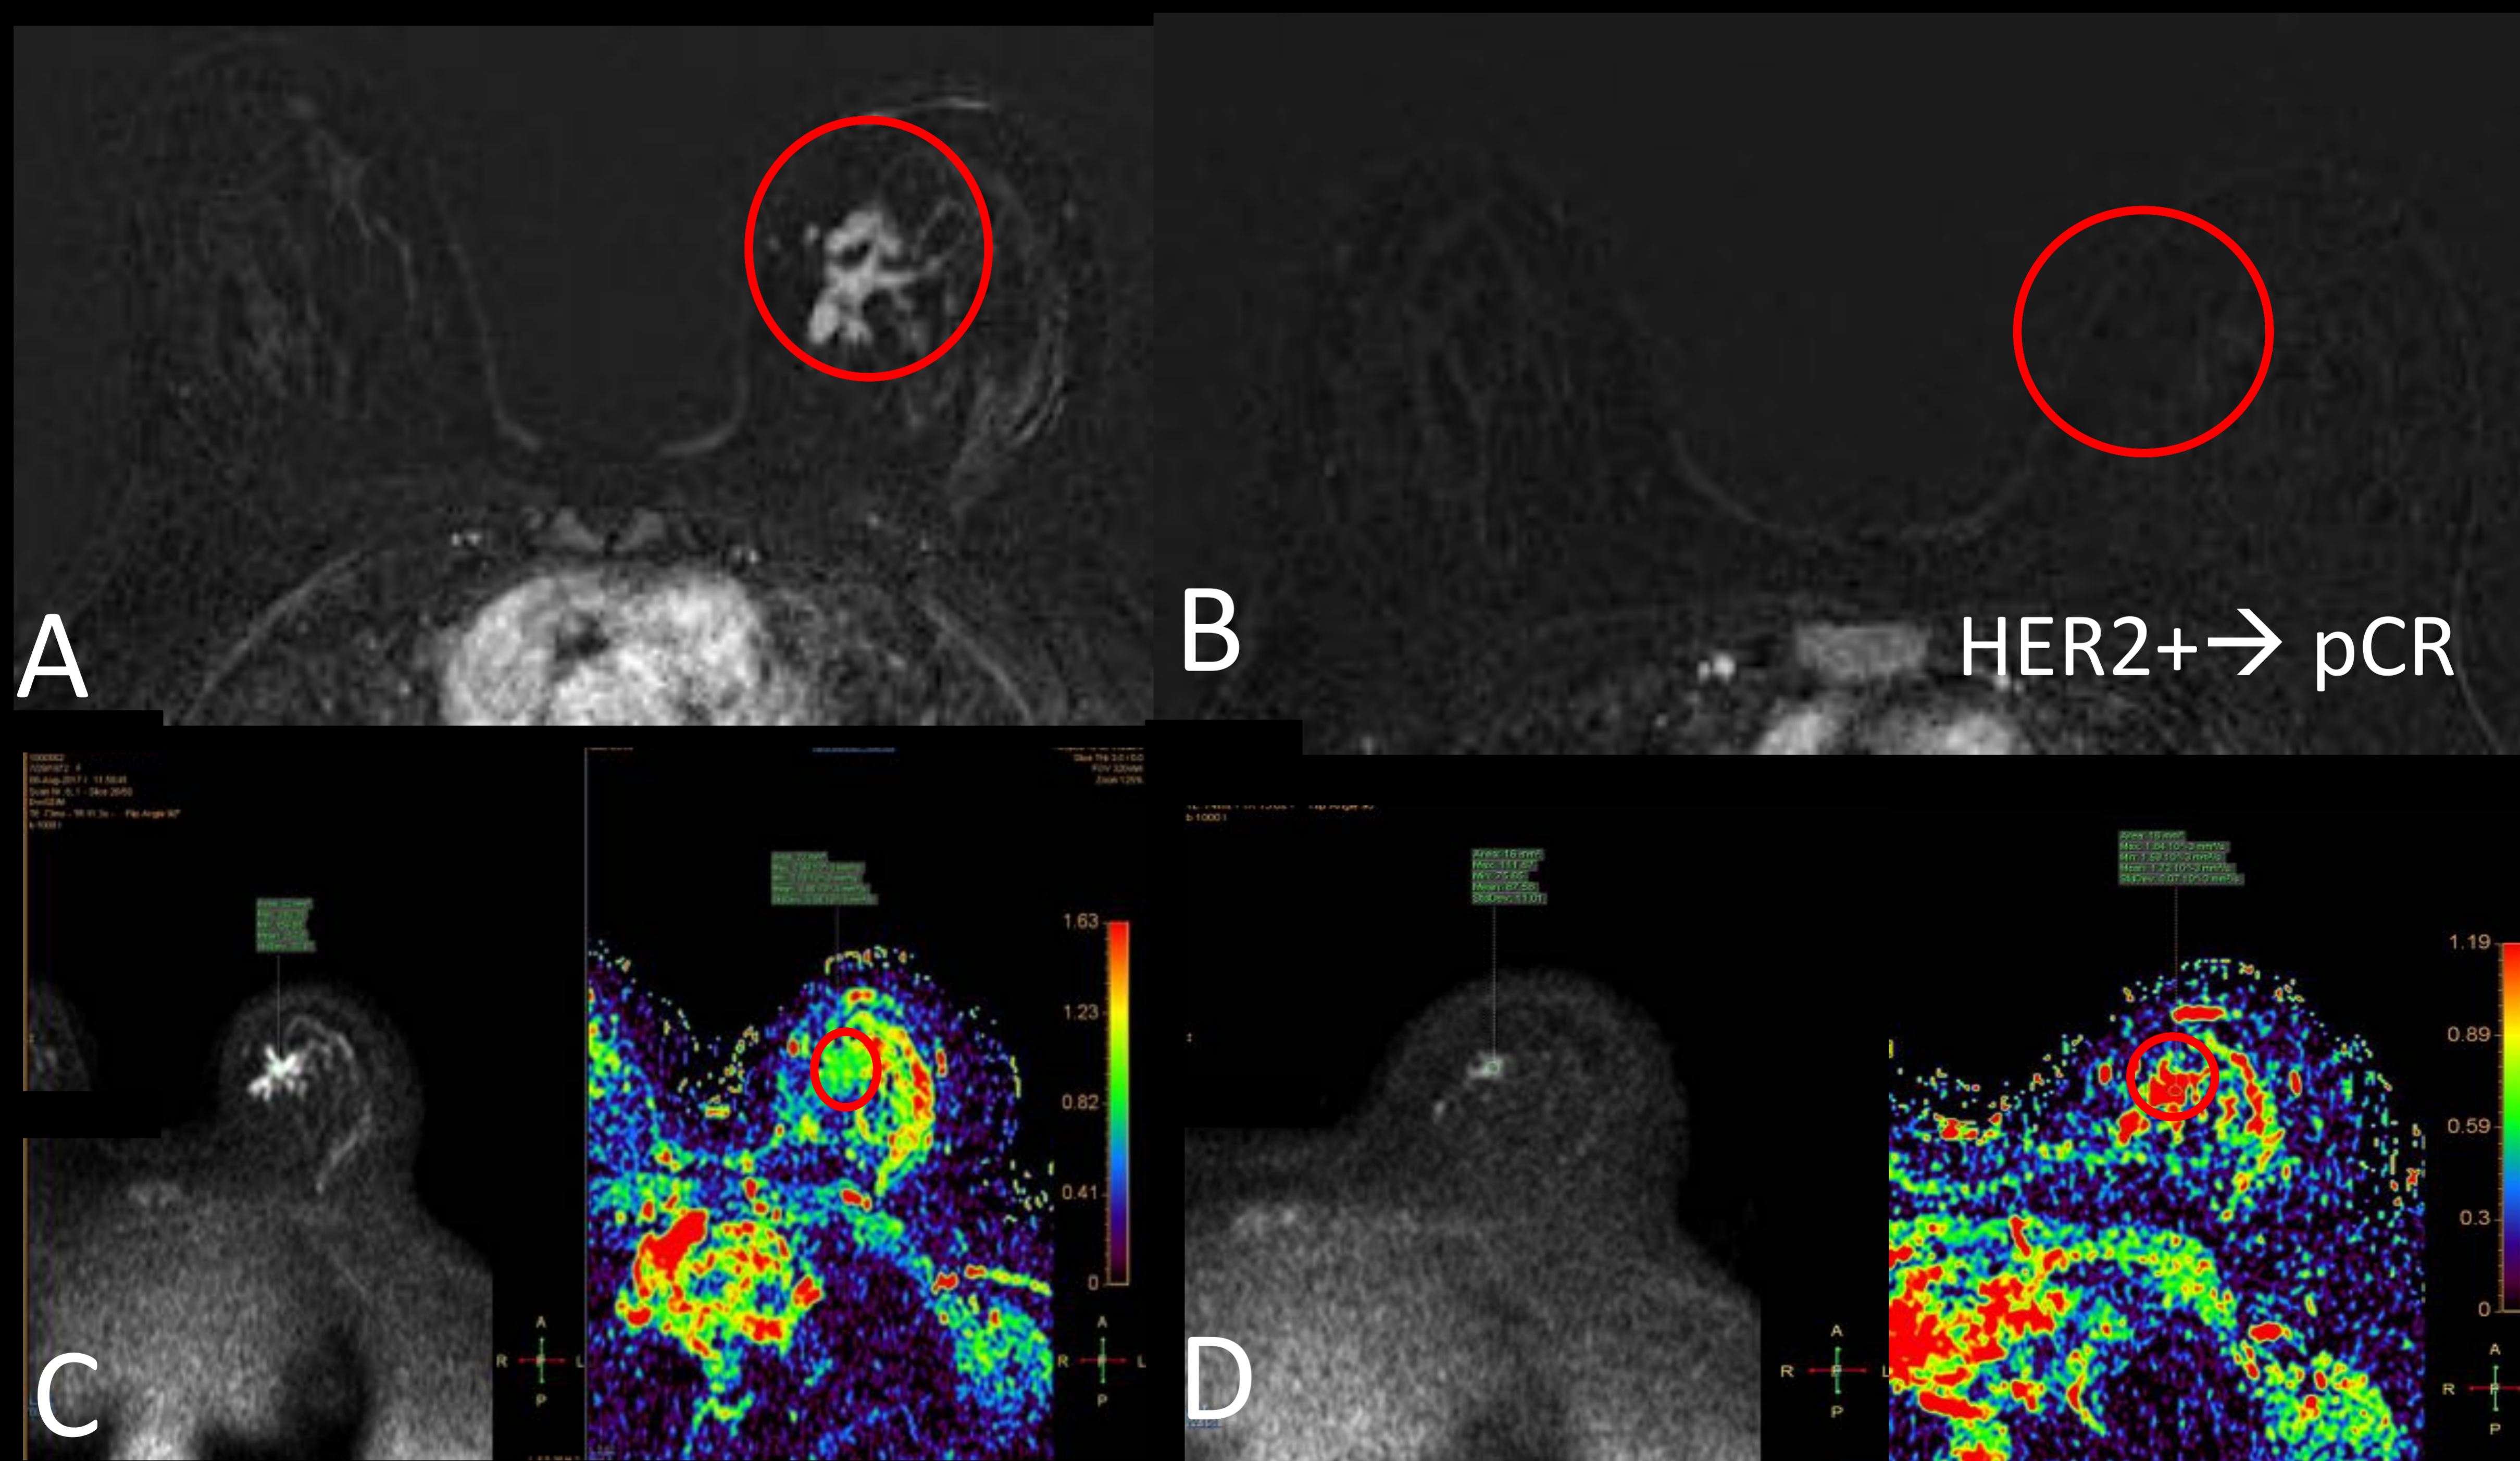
RM axial potenciada en T1 +C y con sustracción donde se objetiva un tumor en CSI de MI HER2 + (A), con respuesta radiológica completa tras QT con ausencia de captación en RM control (B) y en donde se confirmó la respuesta patológica completa (pCR) en la pieza → ausencia de tumor en la mastectomía izquierda. (C y D) Secuencias de Difusión y ADC pre y postratamiento respectivamente donde se objetiva como la lesión también deja de restringir tras QT (D) ADC = 1.72 (en C el ADC es de 0.72), es decir pasa de verde a rojo en el mapa de color (círculos). Referencias: Radiodiagnóstico, H12Octubre-Madrid/ES
